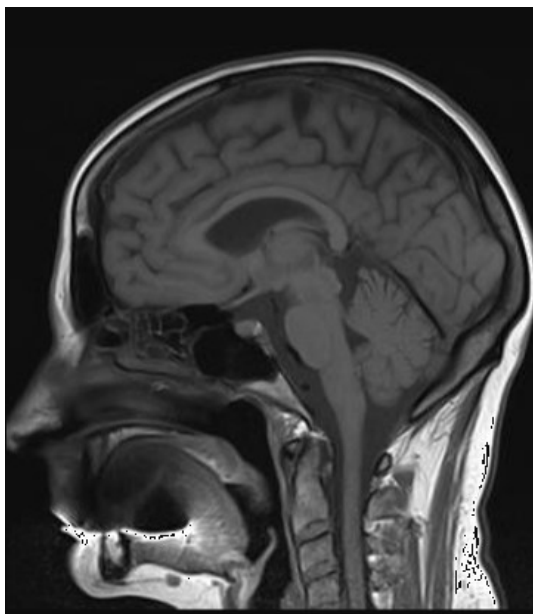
Magnetická resonance Siemens Avanto 1,5T [11]
